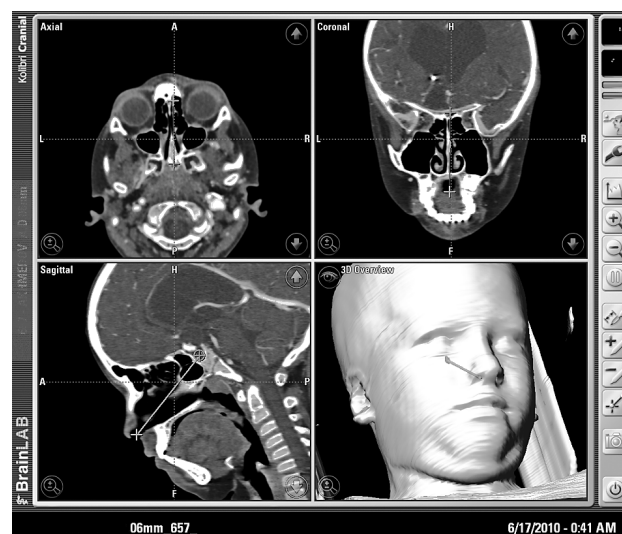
Доступ к гипофизу (КТ-навигация)
